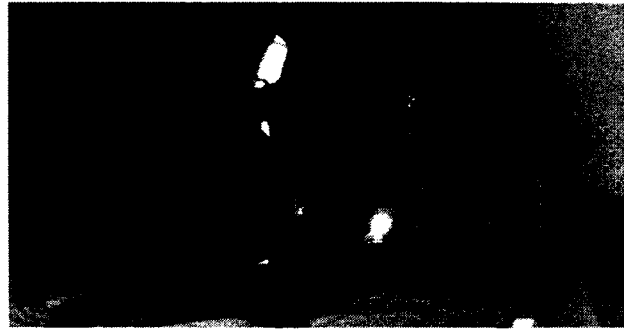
Manipulator during MRI gel insertions
